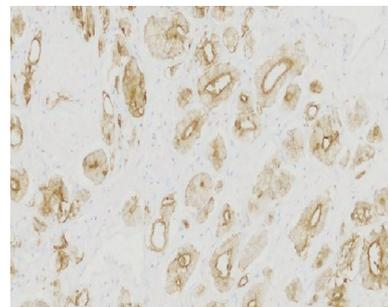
PSMA 在 Pca 中呈强阳性表达 (EnVision 法, $\times 200$)
